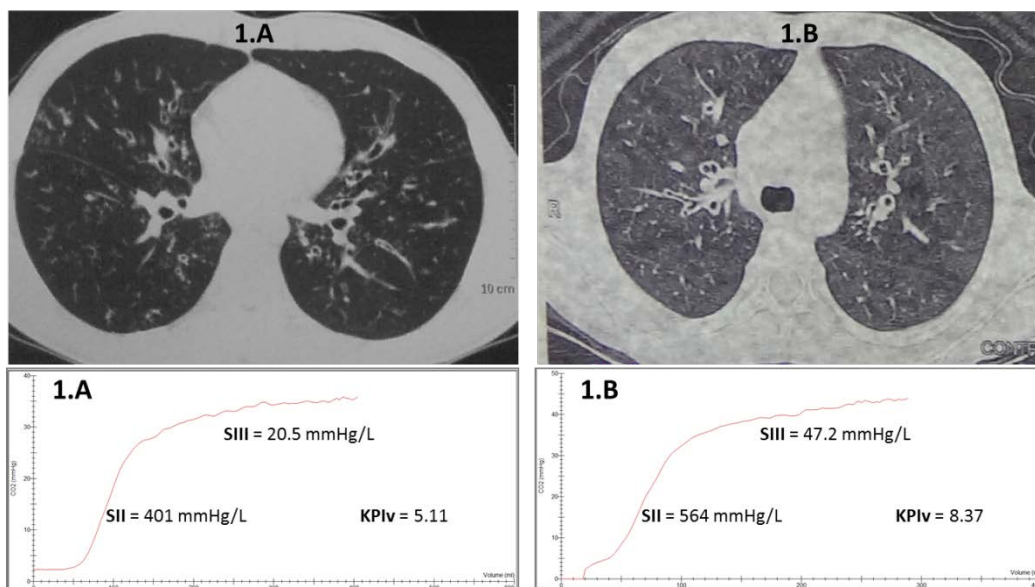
Both patients with HRCT score of 27 points. A) Patient with normal lung function (FVC = 97%, FEV₁ = 88%, FEV₁/FVC = 95%, FEF₂₅₋₇₅ = 93%) and KPIv = 5.11 ; B) Patient with mild lung function impairment (FVC = 90%, FEV₁ = 79%, FEV₁/FVC = 85%, FEF₂₅₋₇₅ = 67%) and KPIv = 8.37.
